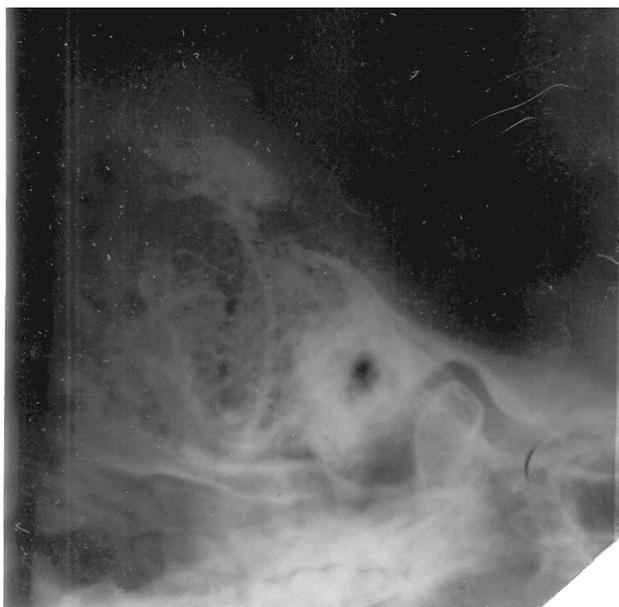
Рисунок № 1. Рентгенограмма височной кости слева по Шюллеру.
